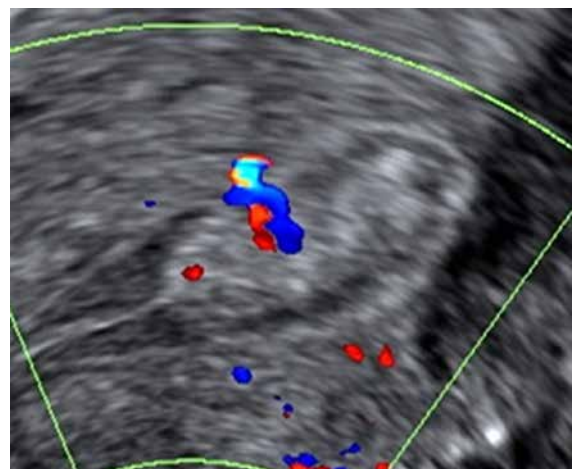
Ultrassonografia com Doppler: pólipo endometrial sólido, isoecogênico, homogêneo, com pedículo vascular. Aspecto favorável para benignidade.¹⁴
